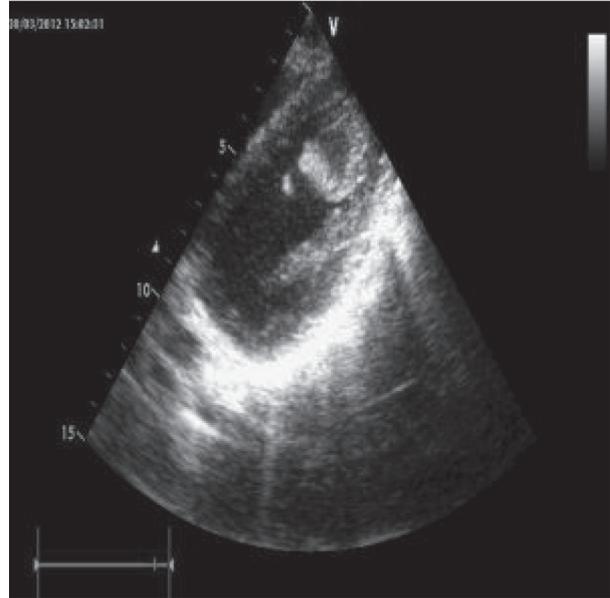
Эхокардиография в парастеральной позиции. Визуализируется тромб, фиксированный в области верхушки левого желудочка.
